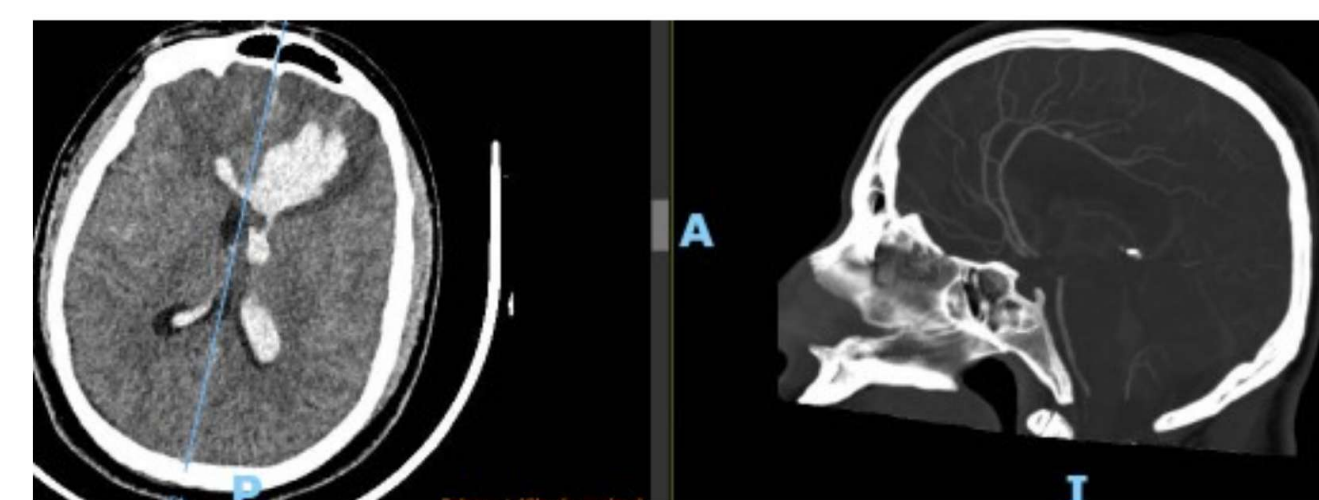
Representa la TAC con Angiotac, La imagen 1 ilustra al HSA, En la imagen 2 se puede visualizar en corte sagital; la lesión aneurismática en la ACA
